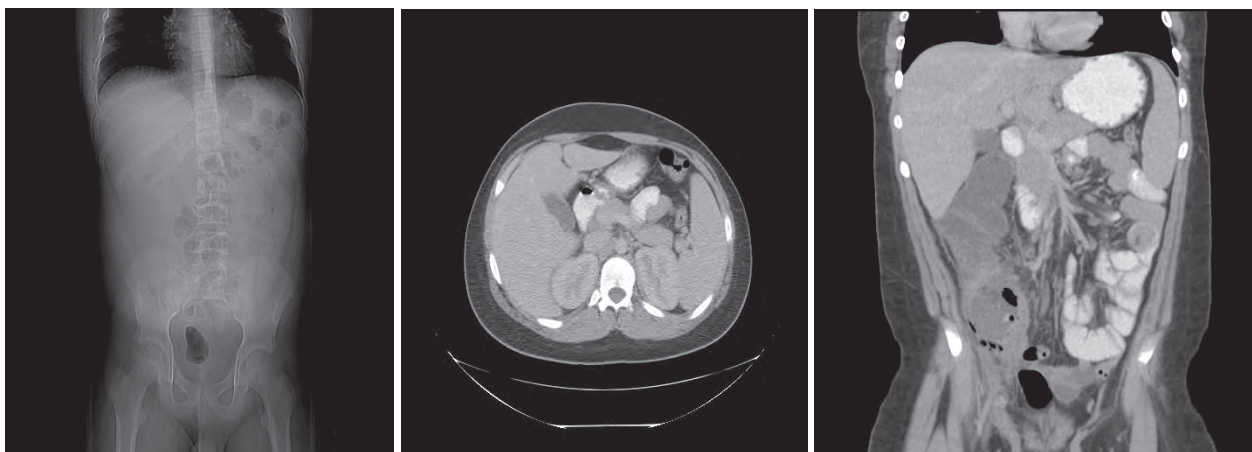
Періапендикулярний абсцес на комп'ютерній томографії із контрастуванням у хлопчика 12 років (корональна венозна фаза).
